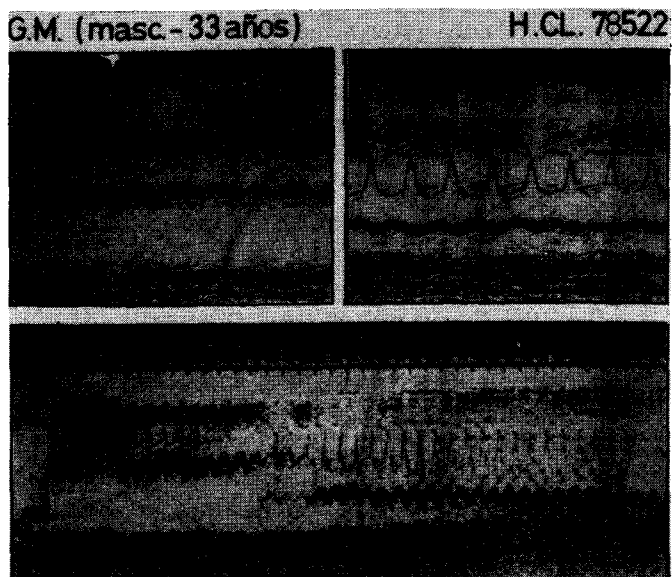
Ecocardiograma en modo M obtenido a su ingreso (ver texto).
